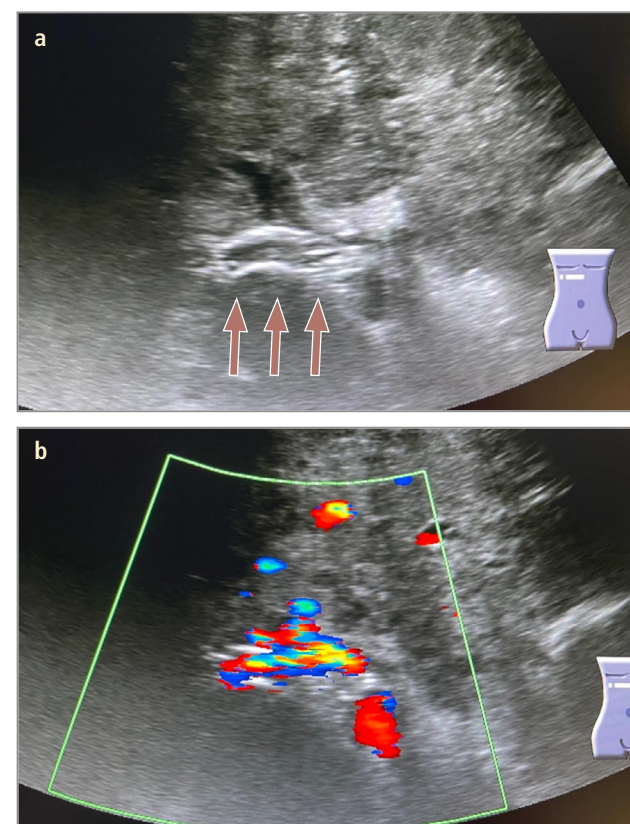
Sonographische postinterventionelle Lagekontrolle (Pfeile) (a) und dopplersonographische Flow-Messung (b).
